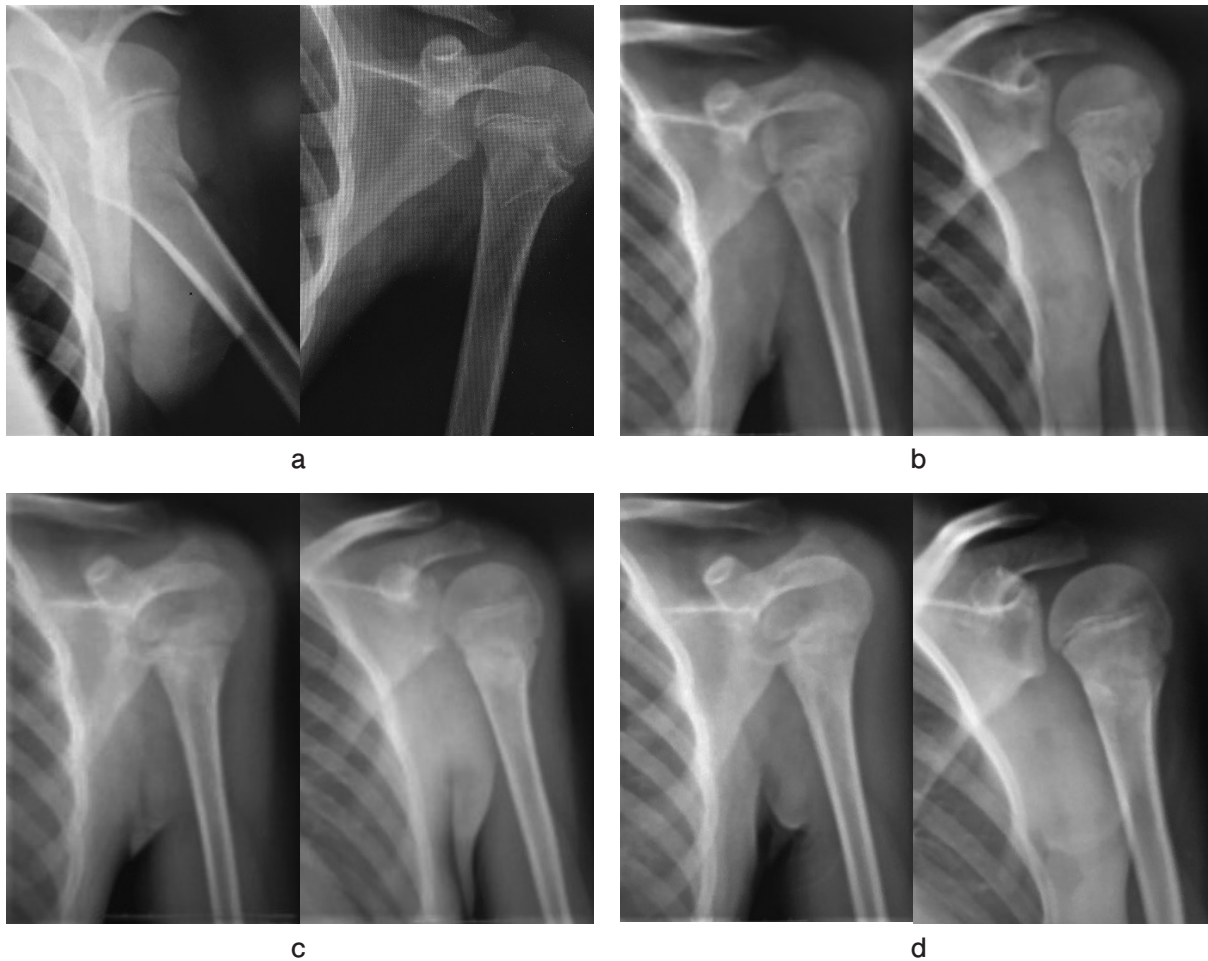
単純X線像 a. 初診時 b. 2週間後 c. 5週間後 d. 8週間後
